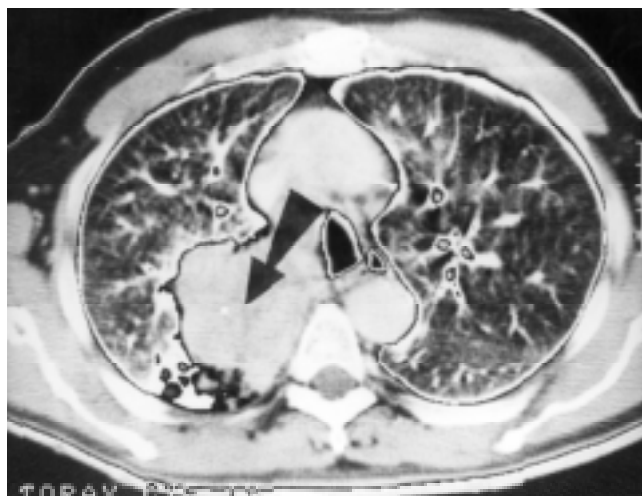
Tomografía computarizada de tórax que muestra tumoración del lóbulo superior derecho en íntimo contacto con la tráquea. La flecha negra indica la dirección que debe seguir la aguja fina para el aspirado transmediastinal.
